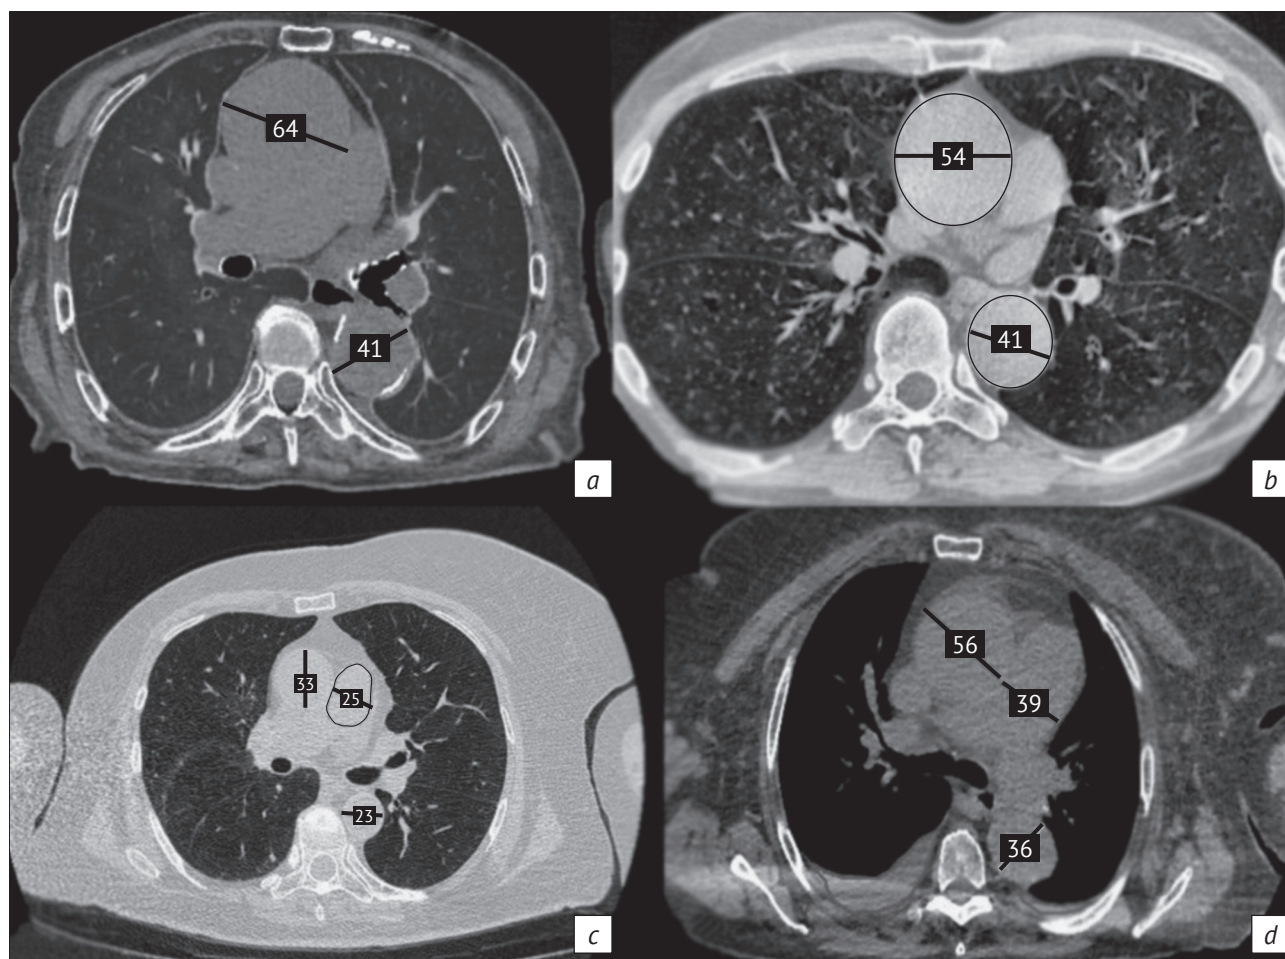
Пример работы отечественных сервисов ТИИ на КТ ОГК. Искусственный интеллект корректно выделил и маркировал патологическое расширение восходящего и нисходящего отделов аорты (все значения указаны в мм):
